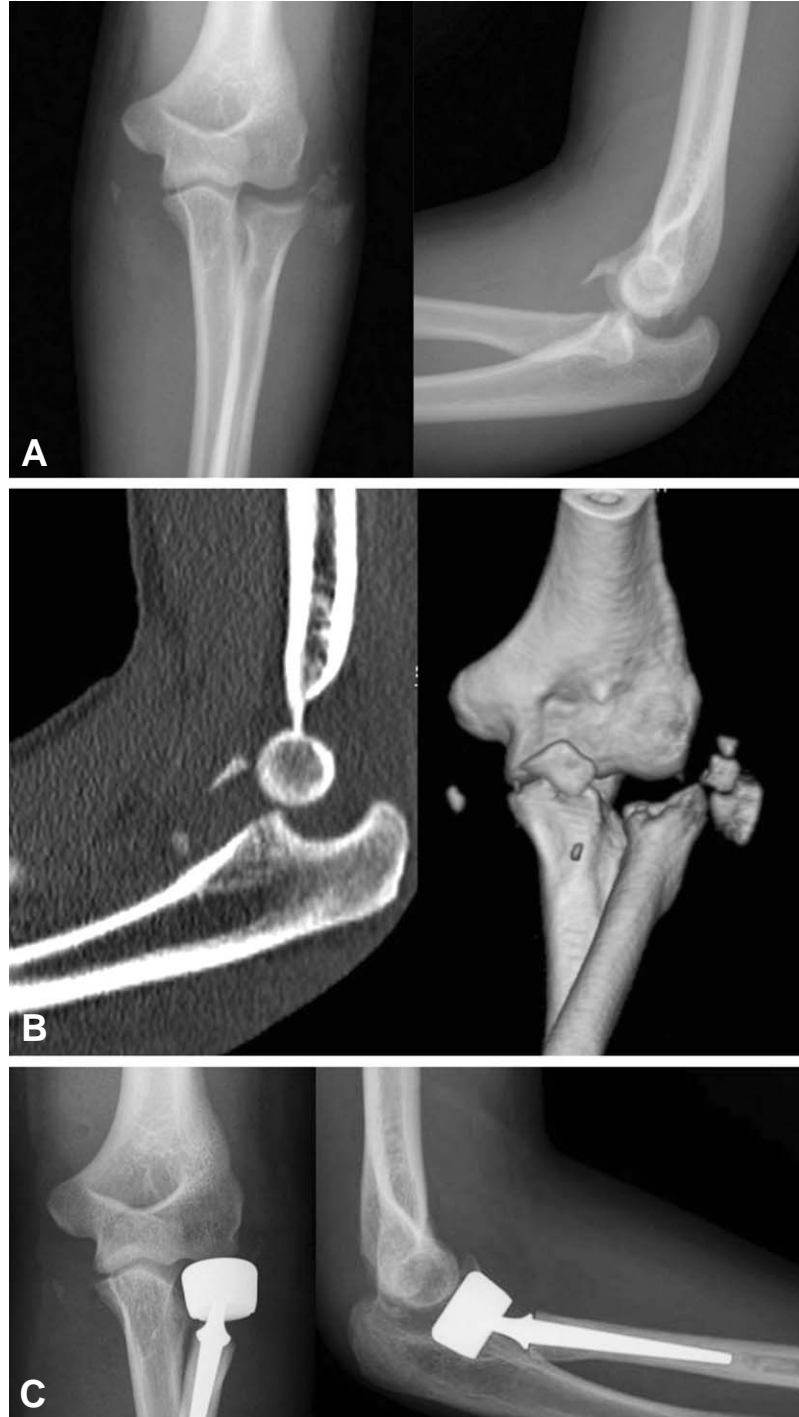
(A) Radiographs of a 27-year-old man who fell from a height showing a terrible triad. (B) CT images showing comminuted radial head fracture, coronoid fracture, and posterior dislocation of ulna (C) Radiographs 6 months after operation showing the prosthesis in place and stable elbow joint.
